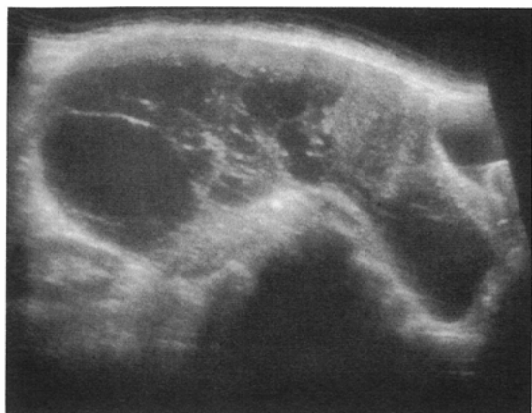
Sagittal sonographic scan of the pelvis of the patient 1 shows a large anechoic mass with echogenic components.
